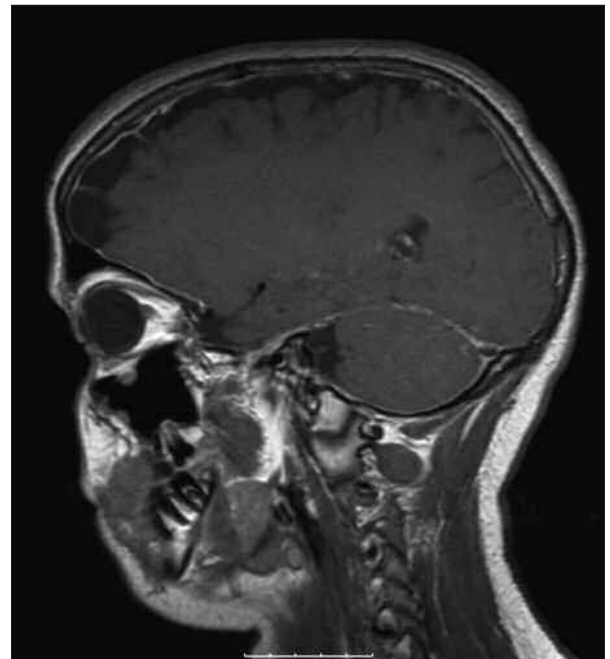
RMN cerebral, imagem em T1 post gadolínio, plano sagital; reforço de sinal difuso das meninges.
